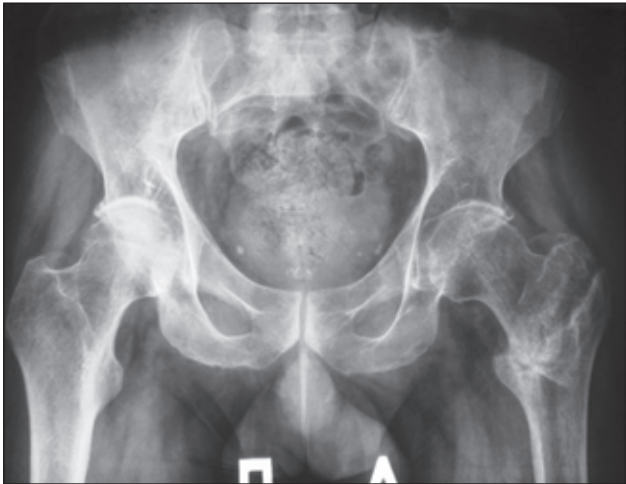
Больной П., 45 лет. 14.07.2010. Рентгенограмма костей таза обзорная
